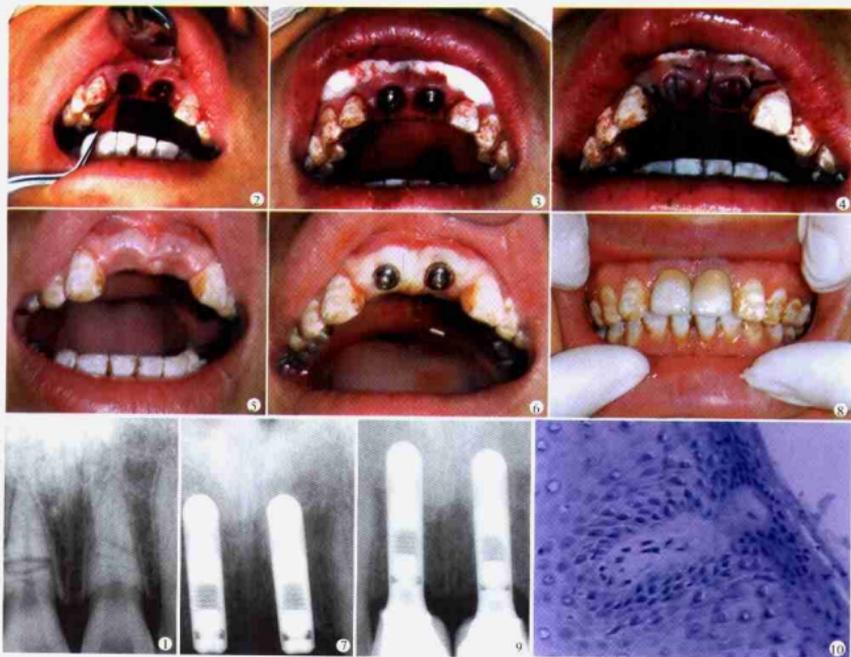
X线片显示11、12#(FDI)牙颌水平根折 图2 拔除11、12#牙后 图3 即刻植入两枚种植体 图4 植入脱细胞异体组织补片
